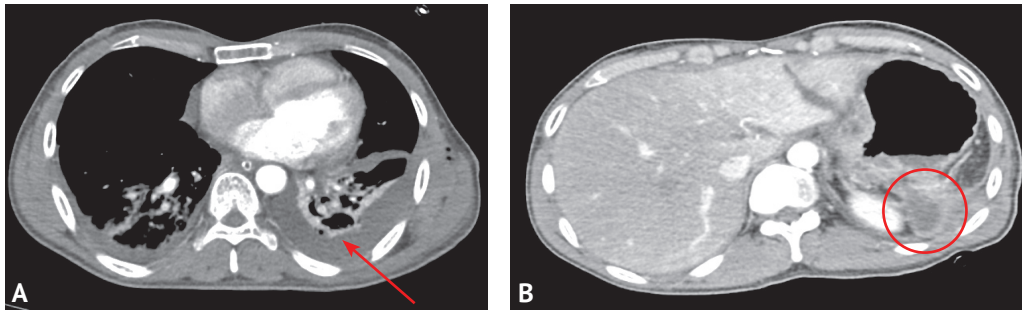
Пациент О., 38 лет. А — компьютерная томограмма груди. Компрессионный ателектаз нижней доли левого лёгкого. В плевральной полости неоднородное жидкостное содержимое объёмом 400 см³ (указано стрелкой); В — компьютерная томограмма брюшной полости. В области ложа удалённой селезёнки определяется жидкостное содержимое — абсцесс (обведено)
